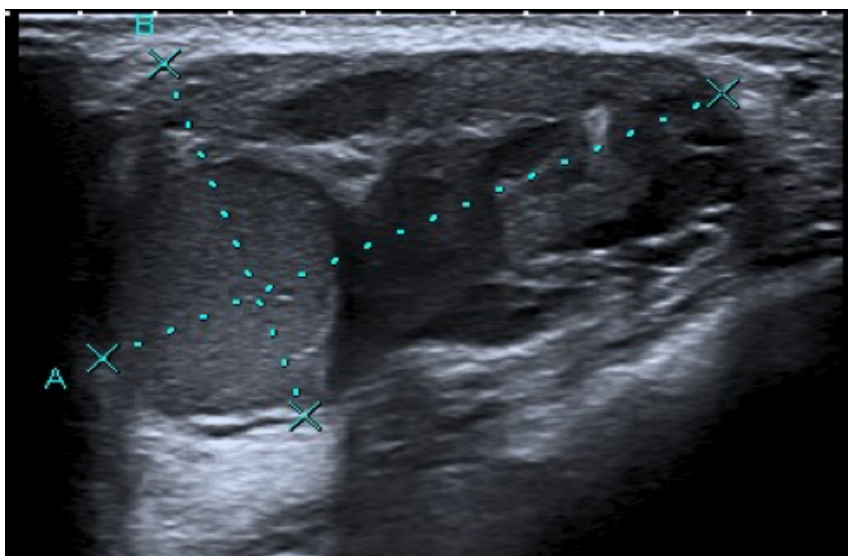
Ecografía del FA en mama izquierda. Imagen actual
